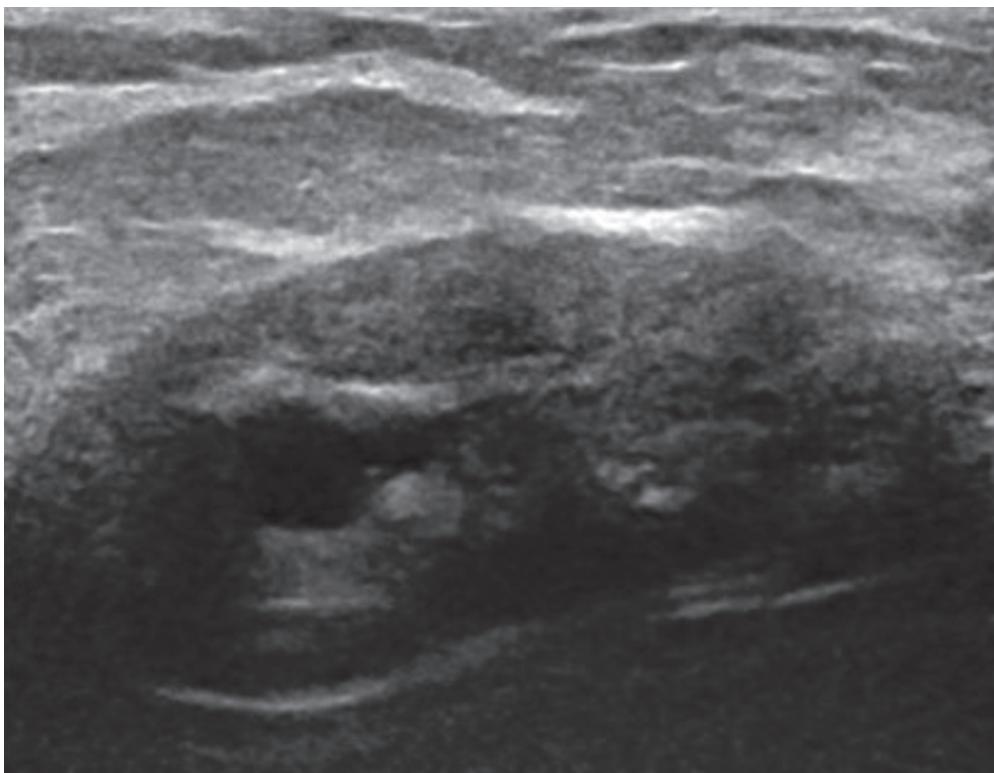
Échographie mammaire. Masse circonscrite d'échostructure mixte et entourée par un liseré hyperéchogène : hamartome.
